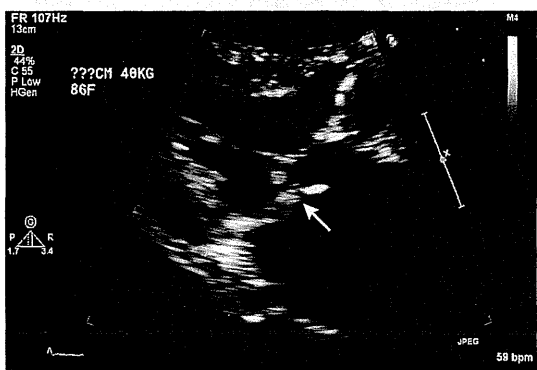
● 心エコー所見（胸骨左縁長軸）—僧帽弁拡大像
